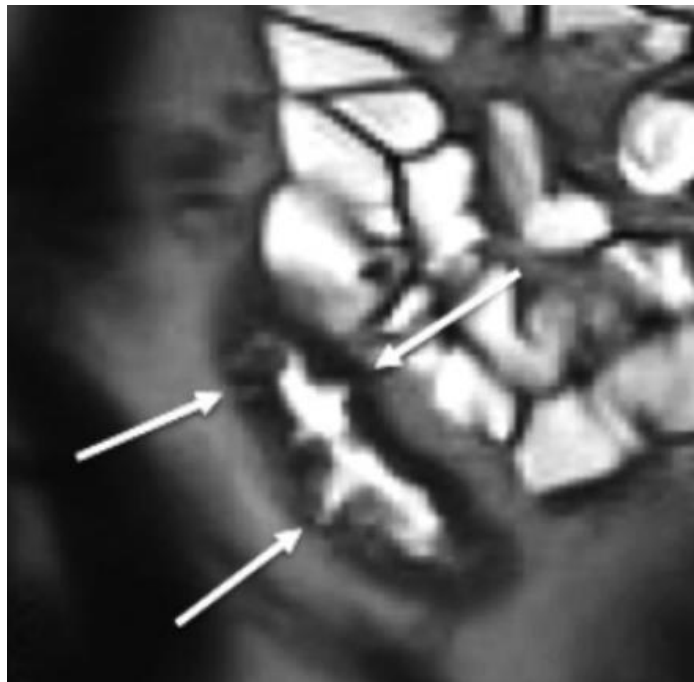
IRM, séquence pondérée en T2 en coronal: Ulcérations.
